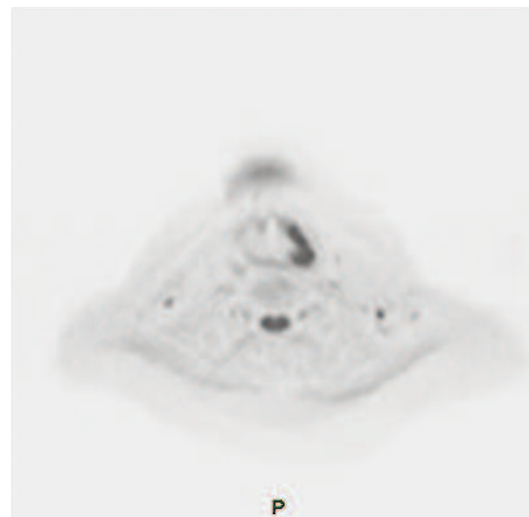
Immagine assiale DWI ottenuta con b=800. Si osserva restrizione della diffusività in sede glottica per presenza di tessuto neoplastico.
